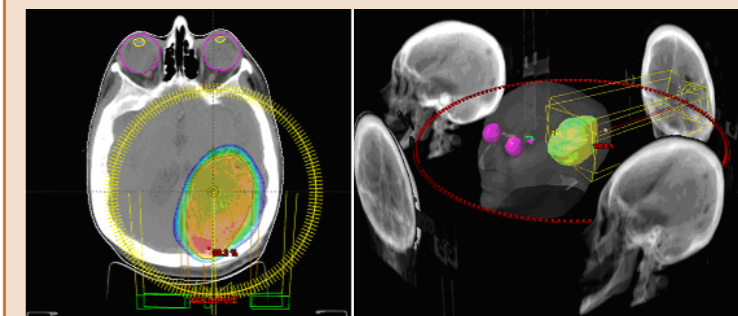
Imagens de tomografia e ressonância com fusão de imagens e início do planejamento computadorizado no sistema de planejamento.
